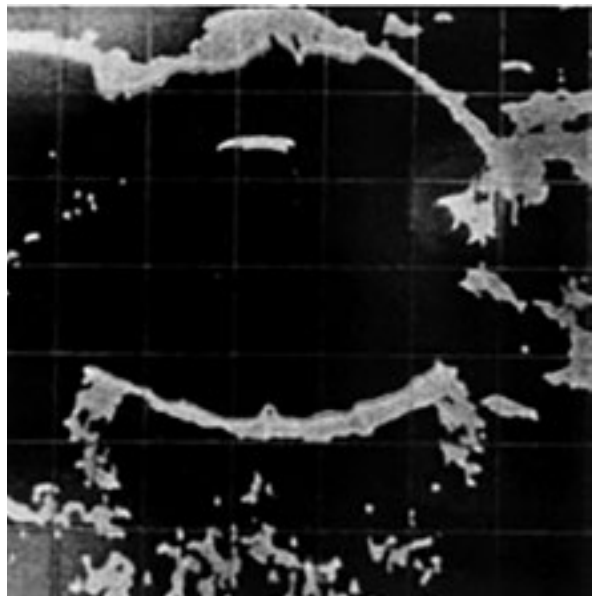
Ecografía modo B lograda con sonda 20 MHz del Kretztechnik 7200 MA.
